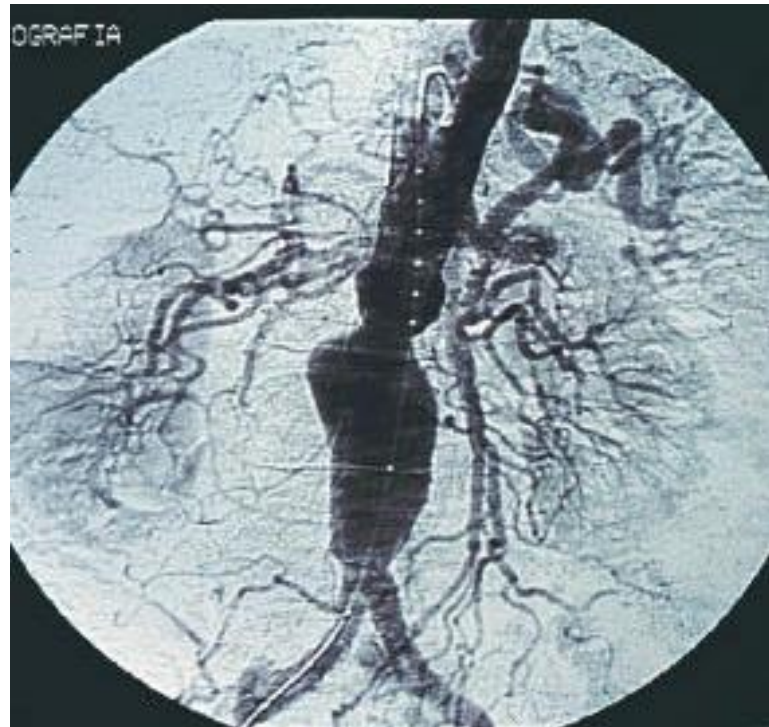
Imagem de aneurisma de aorta abdominal por ressonância magnética.
